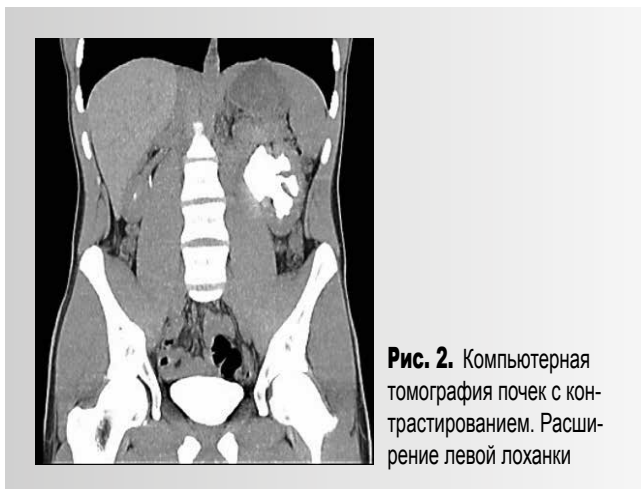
Компьютерная томография почек с контрастированием. Расширение левой лоханки
